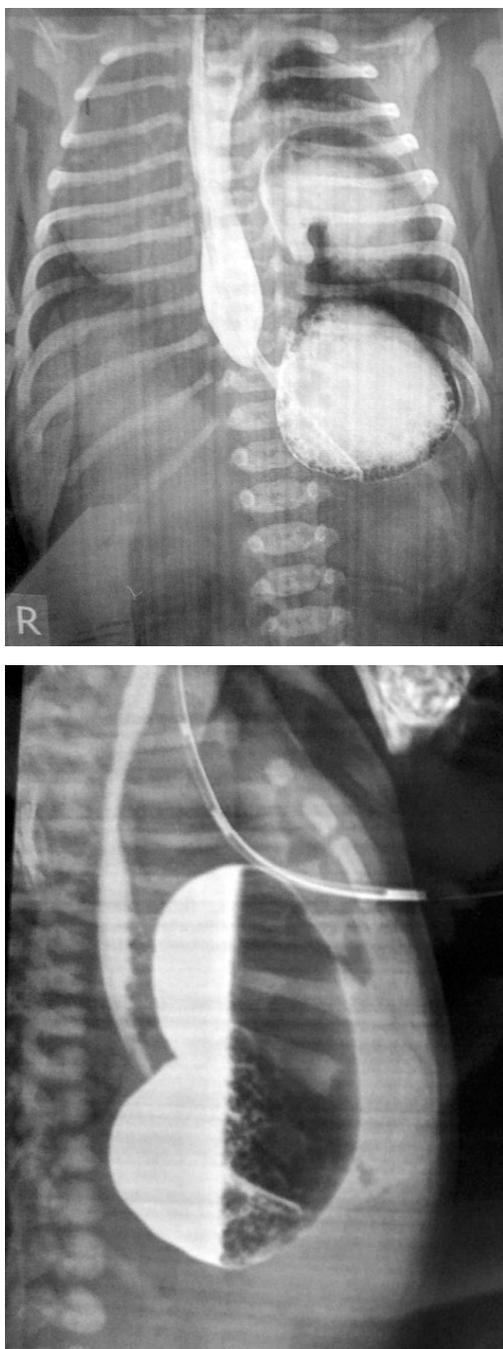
Рентгеноконтрастное исследование желудка (прямая и боковая проекции)
